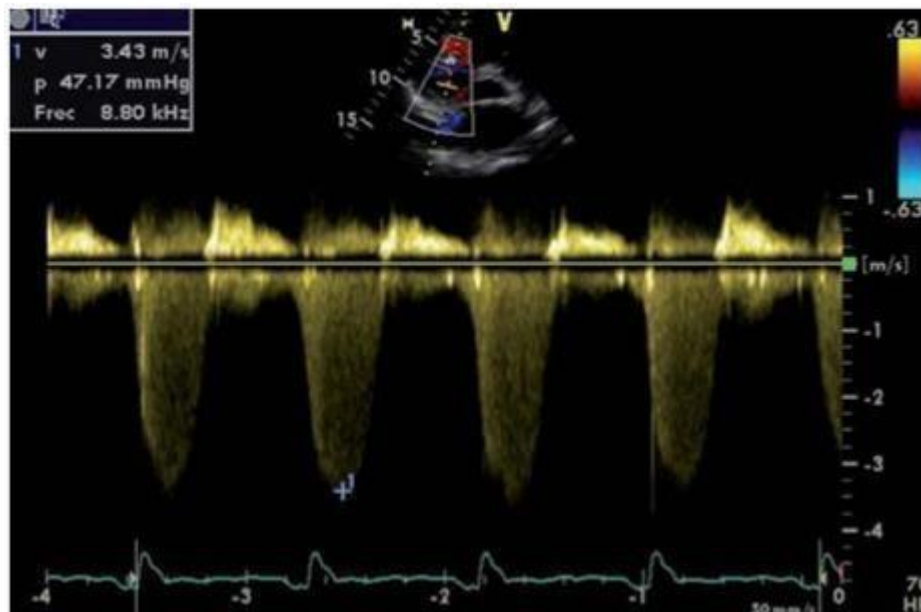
Imagen ecocardiográfica en la que, a través del Doppler continuo, se obtiene la velocidad máxima del jet de regurgitación tricuspídeo.
